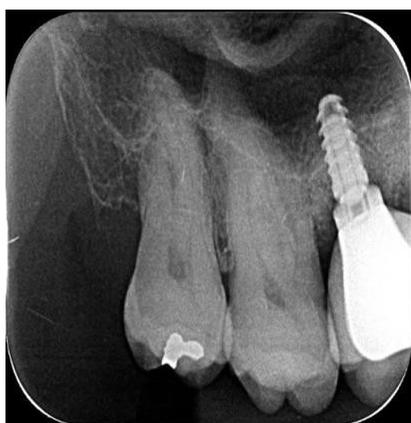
Radiografia periapical da instalação da coroa metalocerâmica definitiva.
